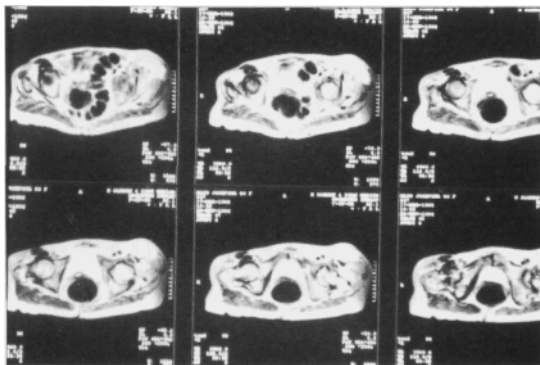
RMN T2 (28/11/94) (cortes horizontales).
